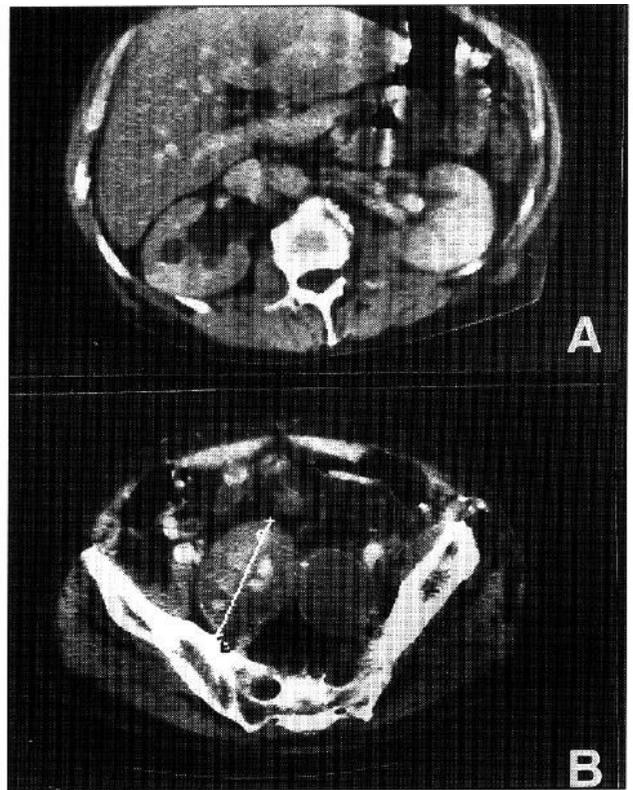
A) TAC abdominal que muestra dilatación del sistema excretor de ambos riñones. B) TAC abdominal en el que se evidencian dos masas de 9 y 6,3 cms, que corresponden a dos aneurismas trombosados de las arterias ilíacas internas.
